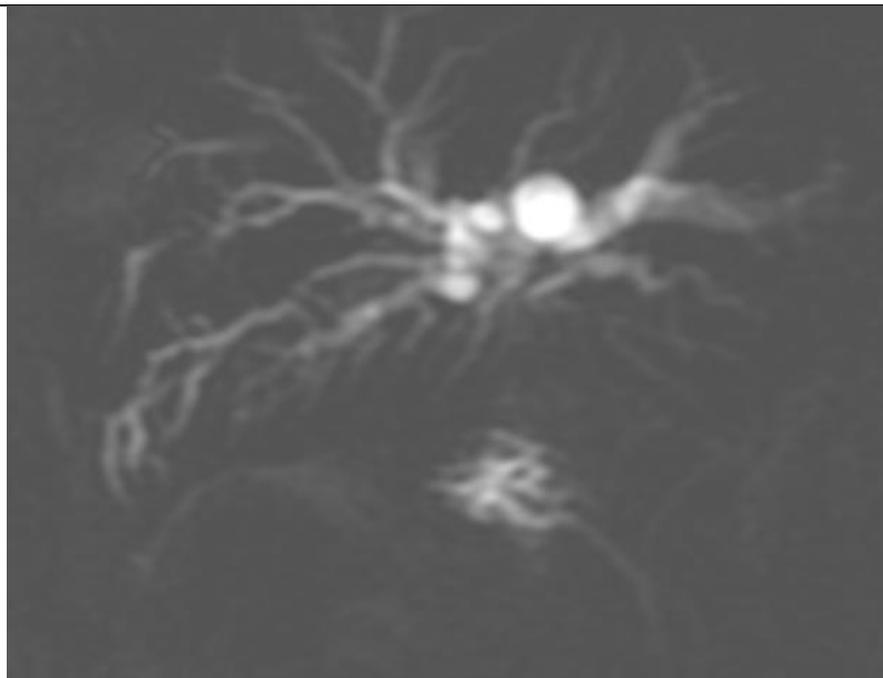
Bili-IRM réalisée chez un de nos patients au CHU de Fès : montrant une déconnection de la convergence primaire avec absence d'individualisation du canal hépatique commun et de la VBP proximale
